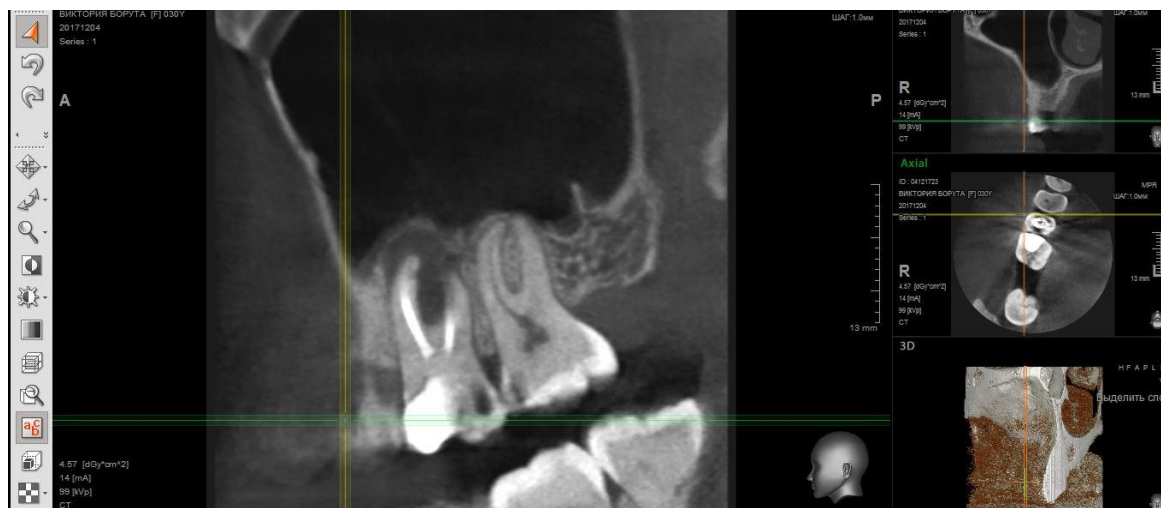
Фотографія КТ-знімка 26 зуба; сагітальна проекція.
